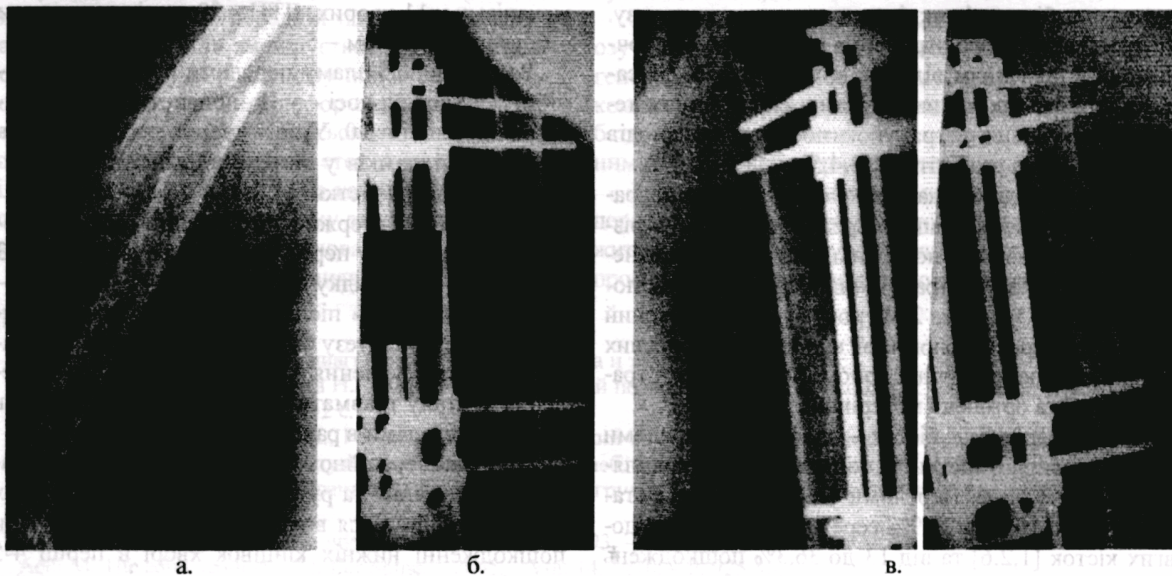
Фотовідбитки рентгенограм хворого В. Діагноз: «закритий осколковий перелом середньої третини кісток правої плечової кістки зі зміщенням відламків».
